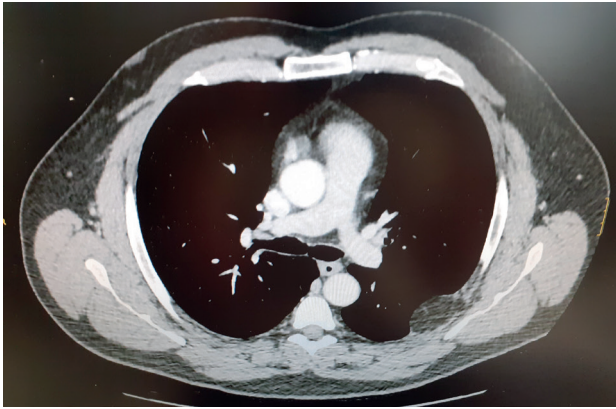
TC Tórax: lesión de partes blandas en 4º espacio intercostal compatible con lipoma.
